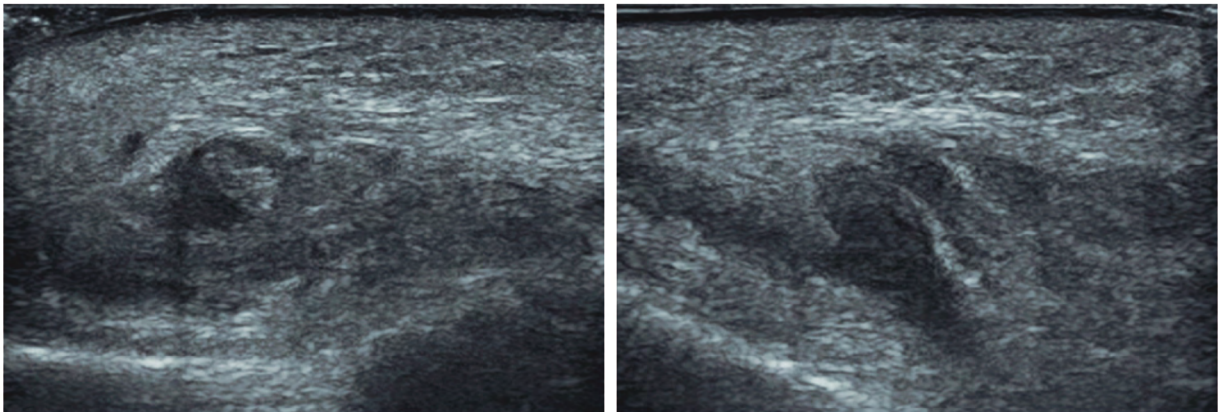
Ecografía realizada 20-02-2023, región malar derecha. Se observa intensificación de la respuesta inflamatoria con aumento de hiperecogenicidad del tejido hipodérmico, formación de abscesos y borrado de la unión dermo-hipodérmica.
